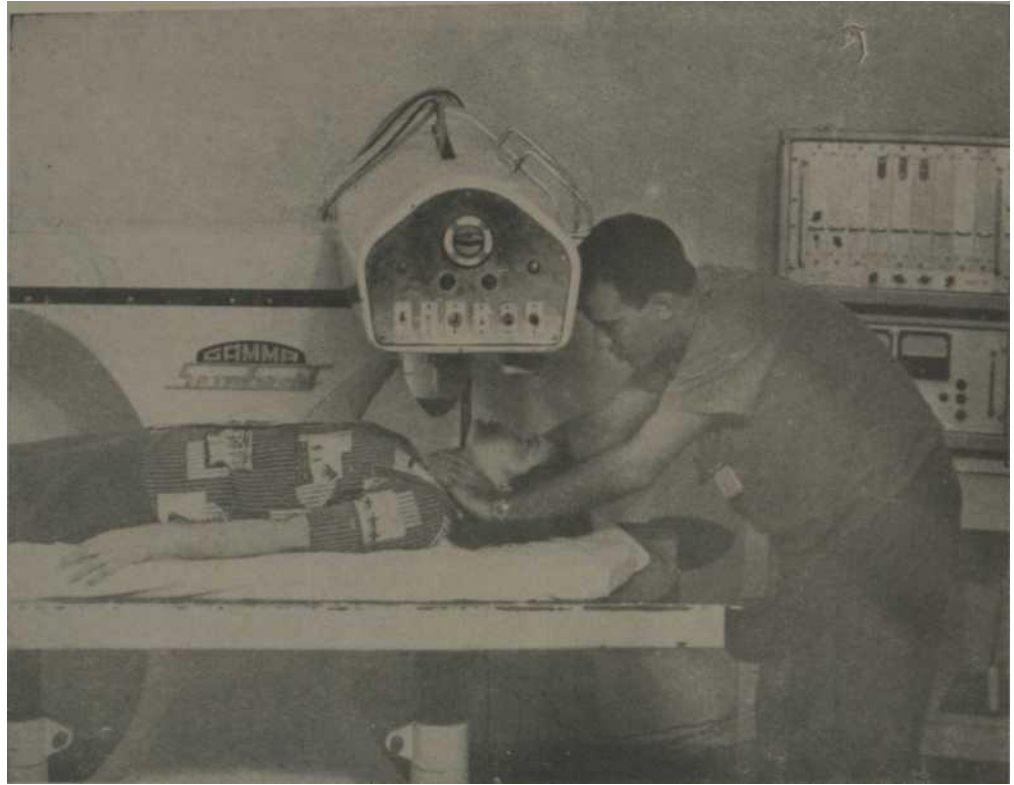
Equipo de scintigrafía donde se ve una paciente en el momento de realizarse la palpación de la glándula tiroides por el técnico.
